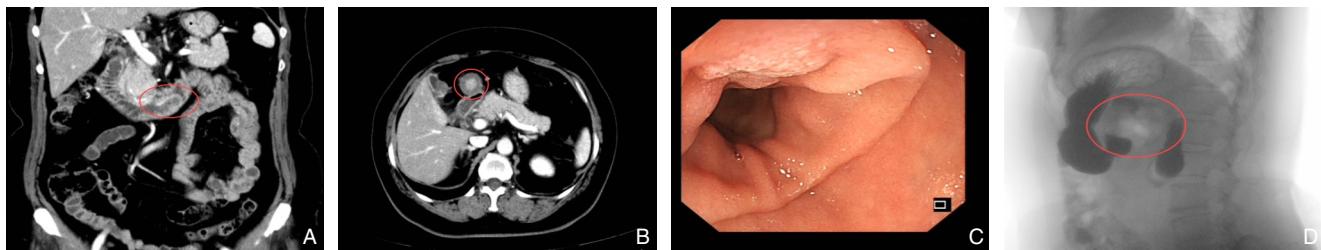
病例4相关检查 A: CT示十二指肠水平段局部可见“双把征”,增强扫描管壁可见明显强化; B: CT示十二指肠肠壁水肿; C: 小肠镜见十二指肠降段及水平段交界处黏膜改变继发肠腔狭窄; D: 十二指肠水平部造影改变
